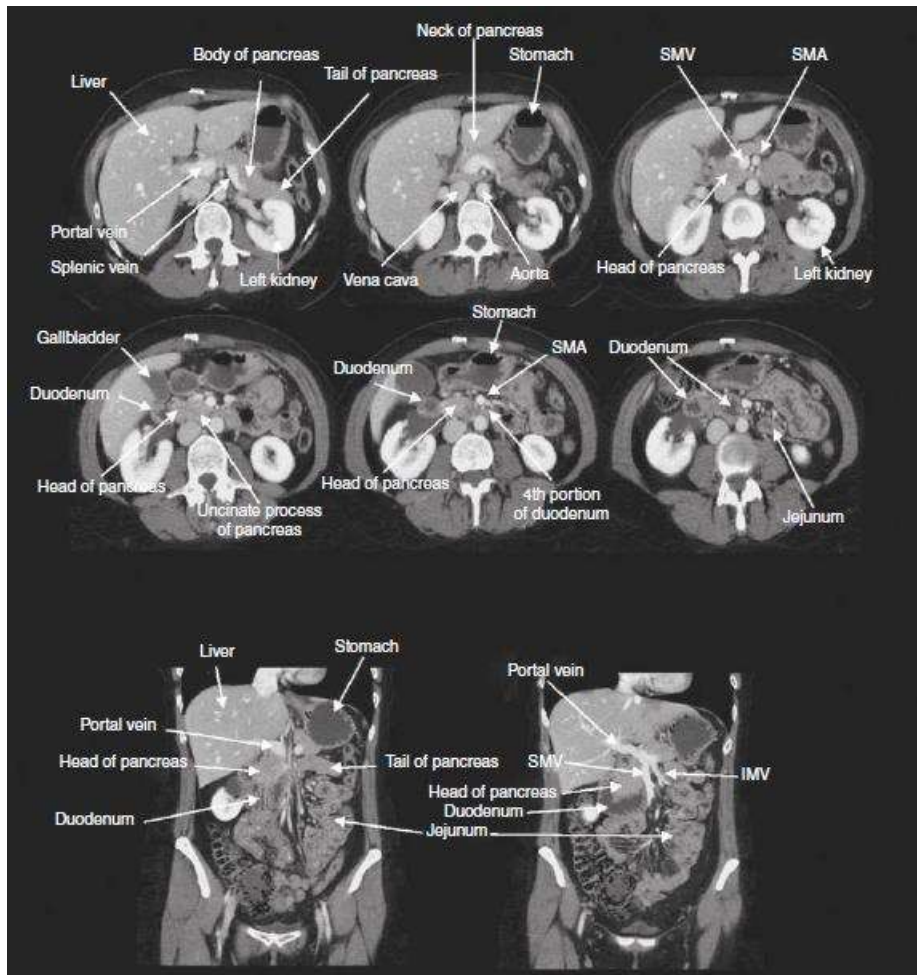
Pancreatic anatomy as seen on computed tomography. Knowledge of the relationship of the pancreas with surrounding structures is important to ensure that injury is avoided during abdominal surgery. IMV = inferior mesenteric vein; SMA = superior mesenteric artery; SMV = superior mesenteric vein.
